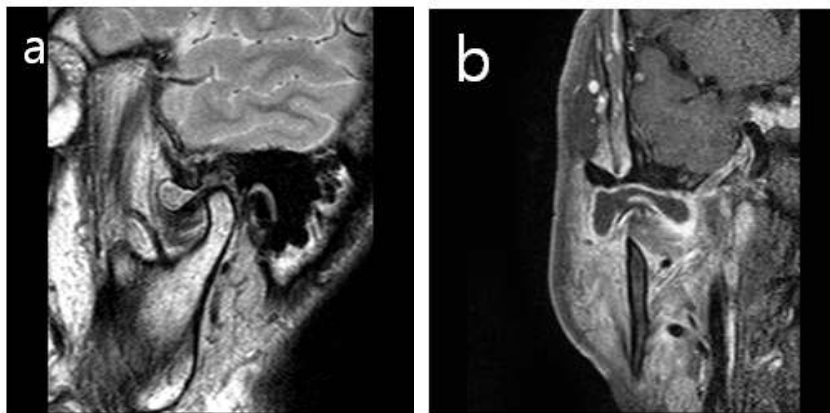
On MRI view, joint space of rt TMJ was expanded with soft tissue mass lesion. T1 weighted images, low signal and T2 weighted images, small nodules of multiple low signal intensity in high signal intensity wall. there were not any destruction of bone including condyle of mandible and not extended into skull base. a: T1 weighted GD enhanced coronal view, b:T2 weighted sagittal view, same level of lesion of anterior of Rt. TMJ condyle on figure a.
